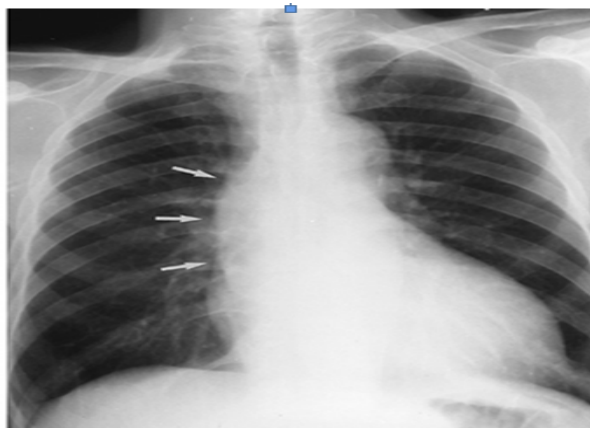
Radiographie du thorax de face
